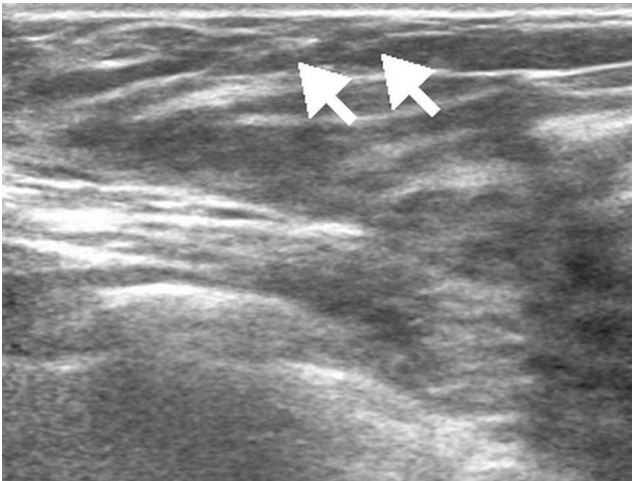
Follow-up ultrasonography performed after 2 weeks from the first ultrasonography. The lesion in the right upper outer breast disappeared without residual abnormality (arrows, presumed previous location of the lesion) and there was no newly developed lesion.
